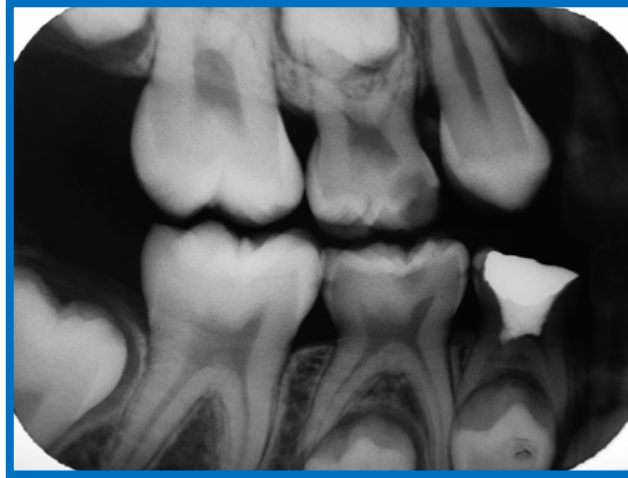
Radiografía de aleta mordible.³²
